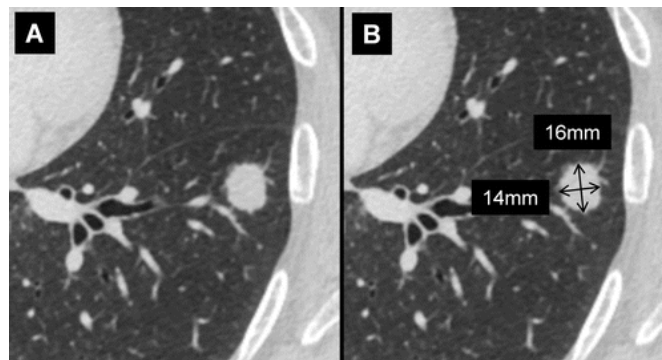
Secciones transversales de TC de un nódulo sólido en el lóbulo inferior izquierdo. A, el nódulo está anatómicamente bien definido. Primero se mide el diámetro máximo del eje largo (16 mm, flecha vertical). Luego, perpendicular a la medición del eje largo, se mide el diámetro máximo del eje corto (14 mm, flecha horizontal). El diámetro medio del nódulo es de 15 mm. Como se detalla en la primera recomendación, a los fines de la estimación del riesgo, la dimensión de los nódulos pulmonares pequeños (<10 mm) debe expresarse como el promedio de las mediciones del eje largo máximo y del eje corto perpendicular máximo en el mismo plano. Para nódulos y masas más grandes ( $\geq 10$  mm), se deben registrar las mediciones de los ejes largo y corto.<sup>12</sup>
